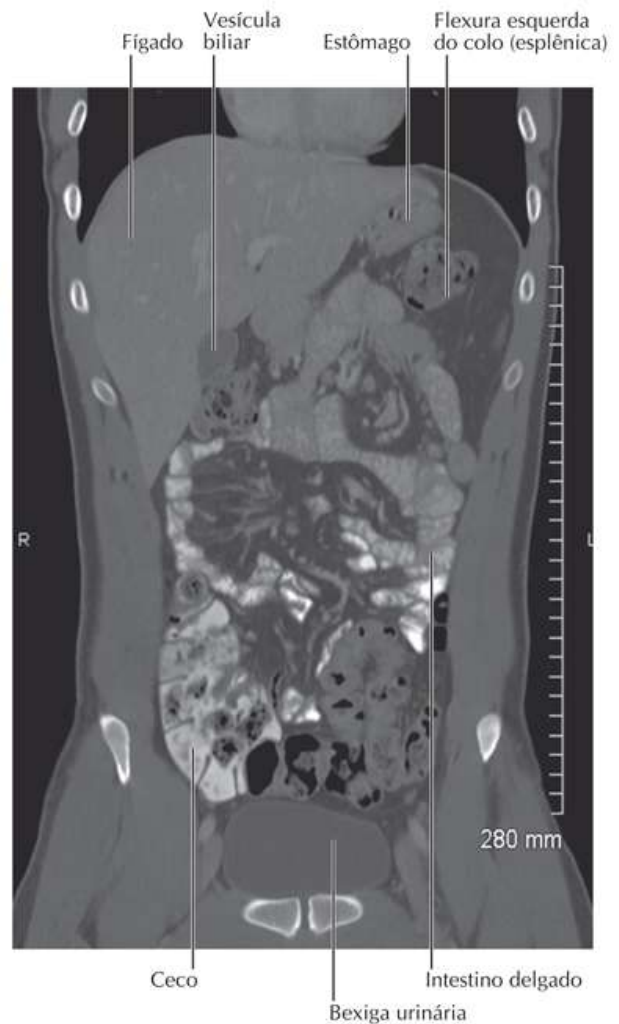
Imagem de TC frontal (coronal) com contraste oral e intravenoso
